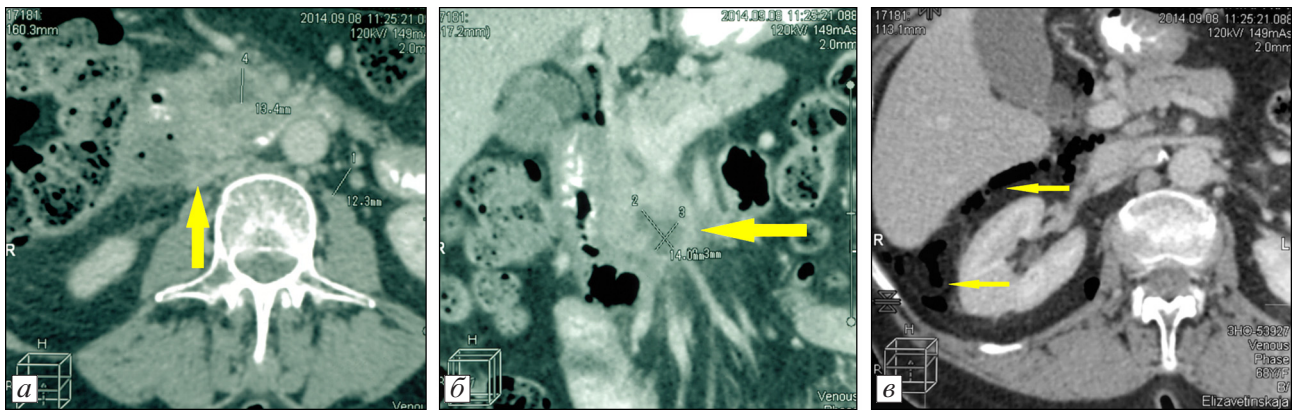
Компьютерные томограммы больной Г., 68 лет, с аденокарциномой поджелудочной железы. а — местнo-распространенная опухоль крючковидного отростка головки ПЖ размером 60×40×37 мм (стрелка); б — инфильтрация опухолью корня брыжейки тонкой кишки и двенадцатиперстной кишки (стрелка); в — признаки ретроперитонеальной перфорации двенадцатиперстной кишки в виде газа в забрюшинной клетчатке (стрелки)
